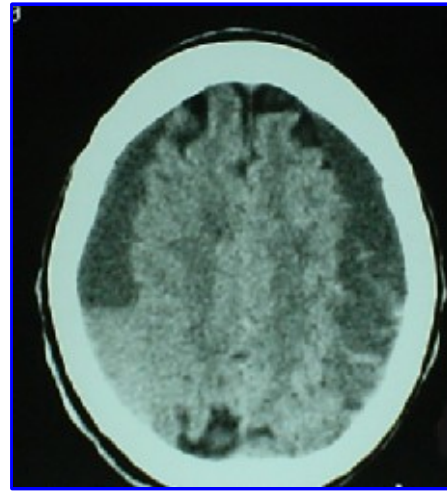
TAC de cráneo. Hematoma subdural crónico bilateral.
